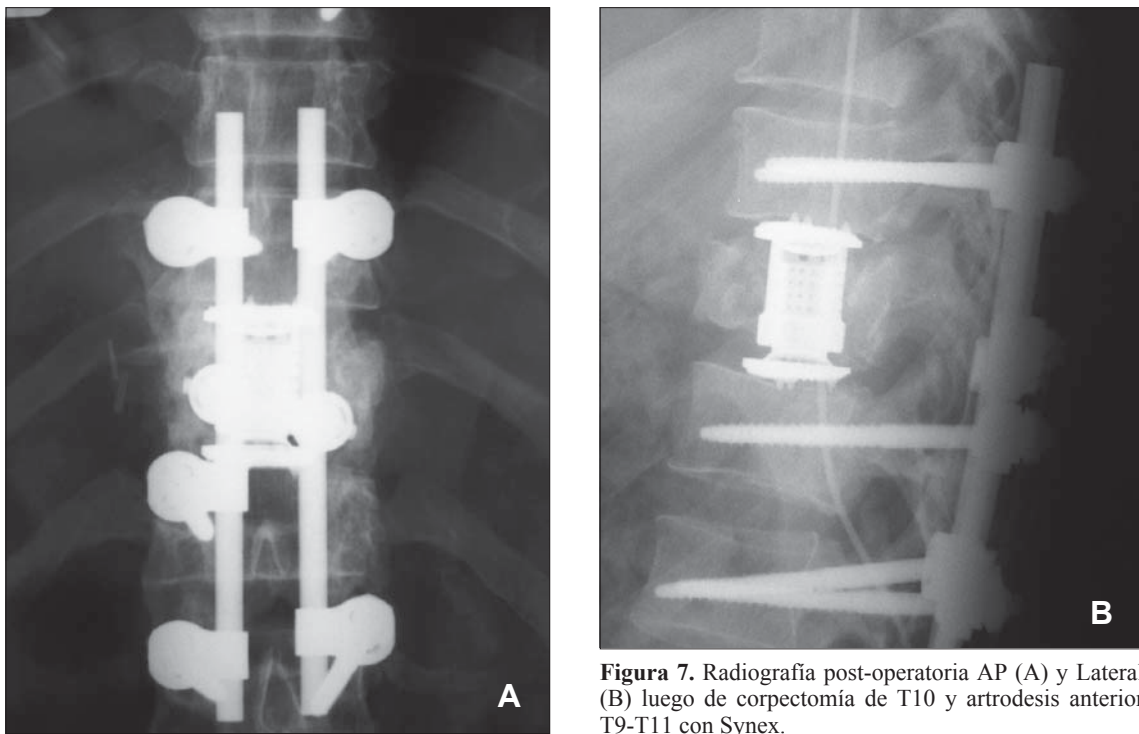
Radiografía post-operatoria AP (A) y Lateral (B) luego de corpectomía de T10 y artrodesis anterior T9-T11 con Synex.
